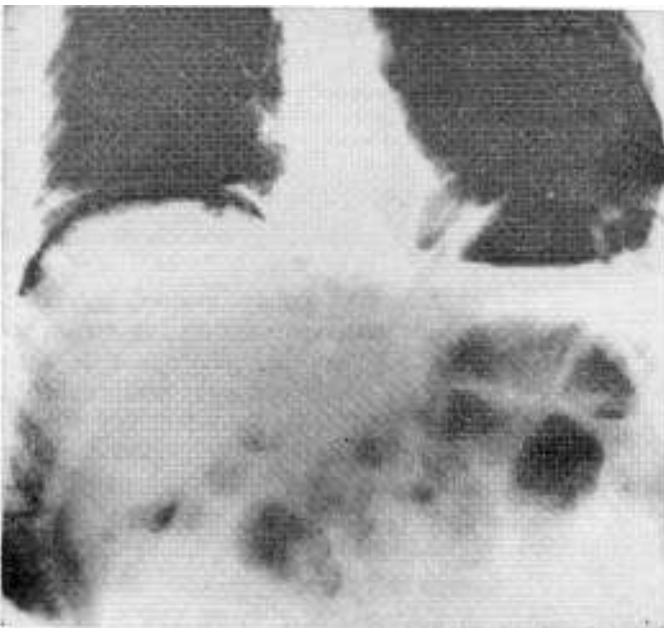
J. M. Radiografía toracoabdominal de pie. Urgencia. Preoperatorio, 27-V-1968. Se puede apreciar el neumoperitoneo evidente del lado derecho y algo menos por la propia fotografía del lado izquierdo (triángulo cardiorenogástrico).
